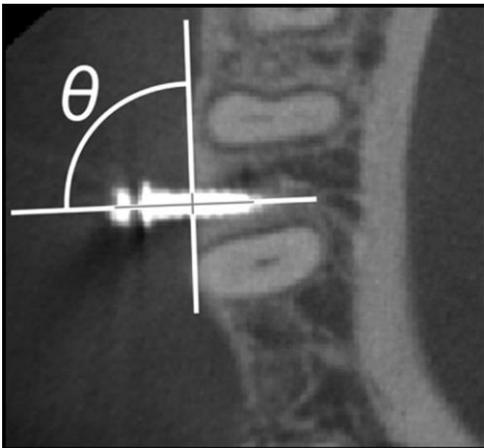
Inclinação horizontal do MI medido na vista axial da TC
